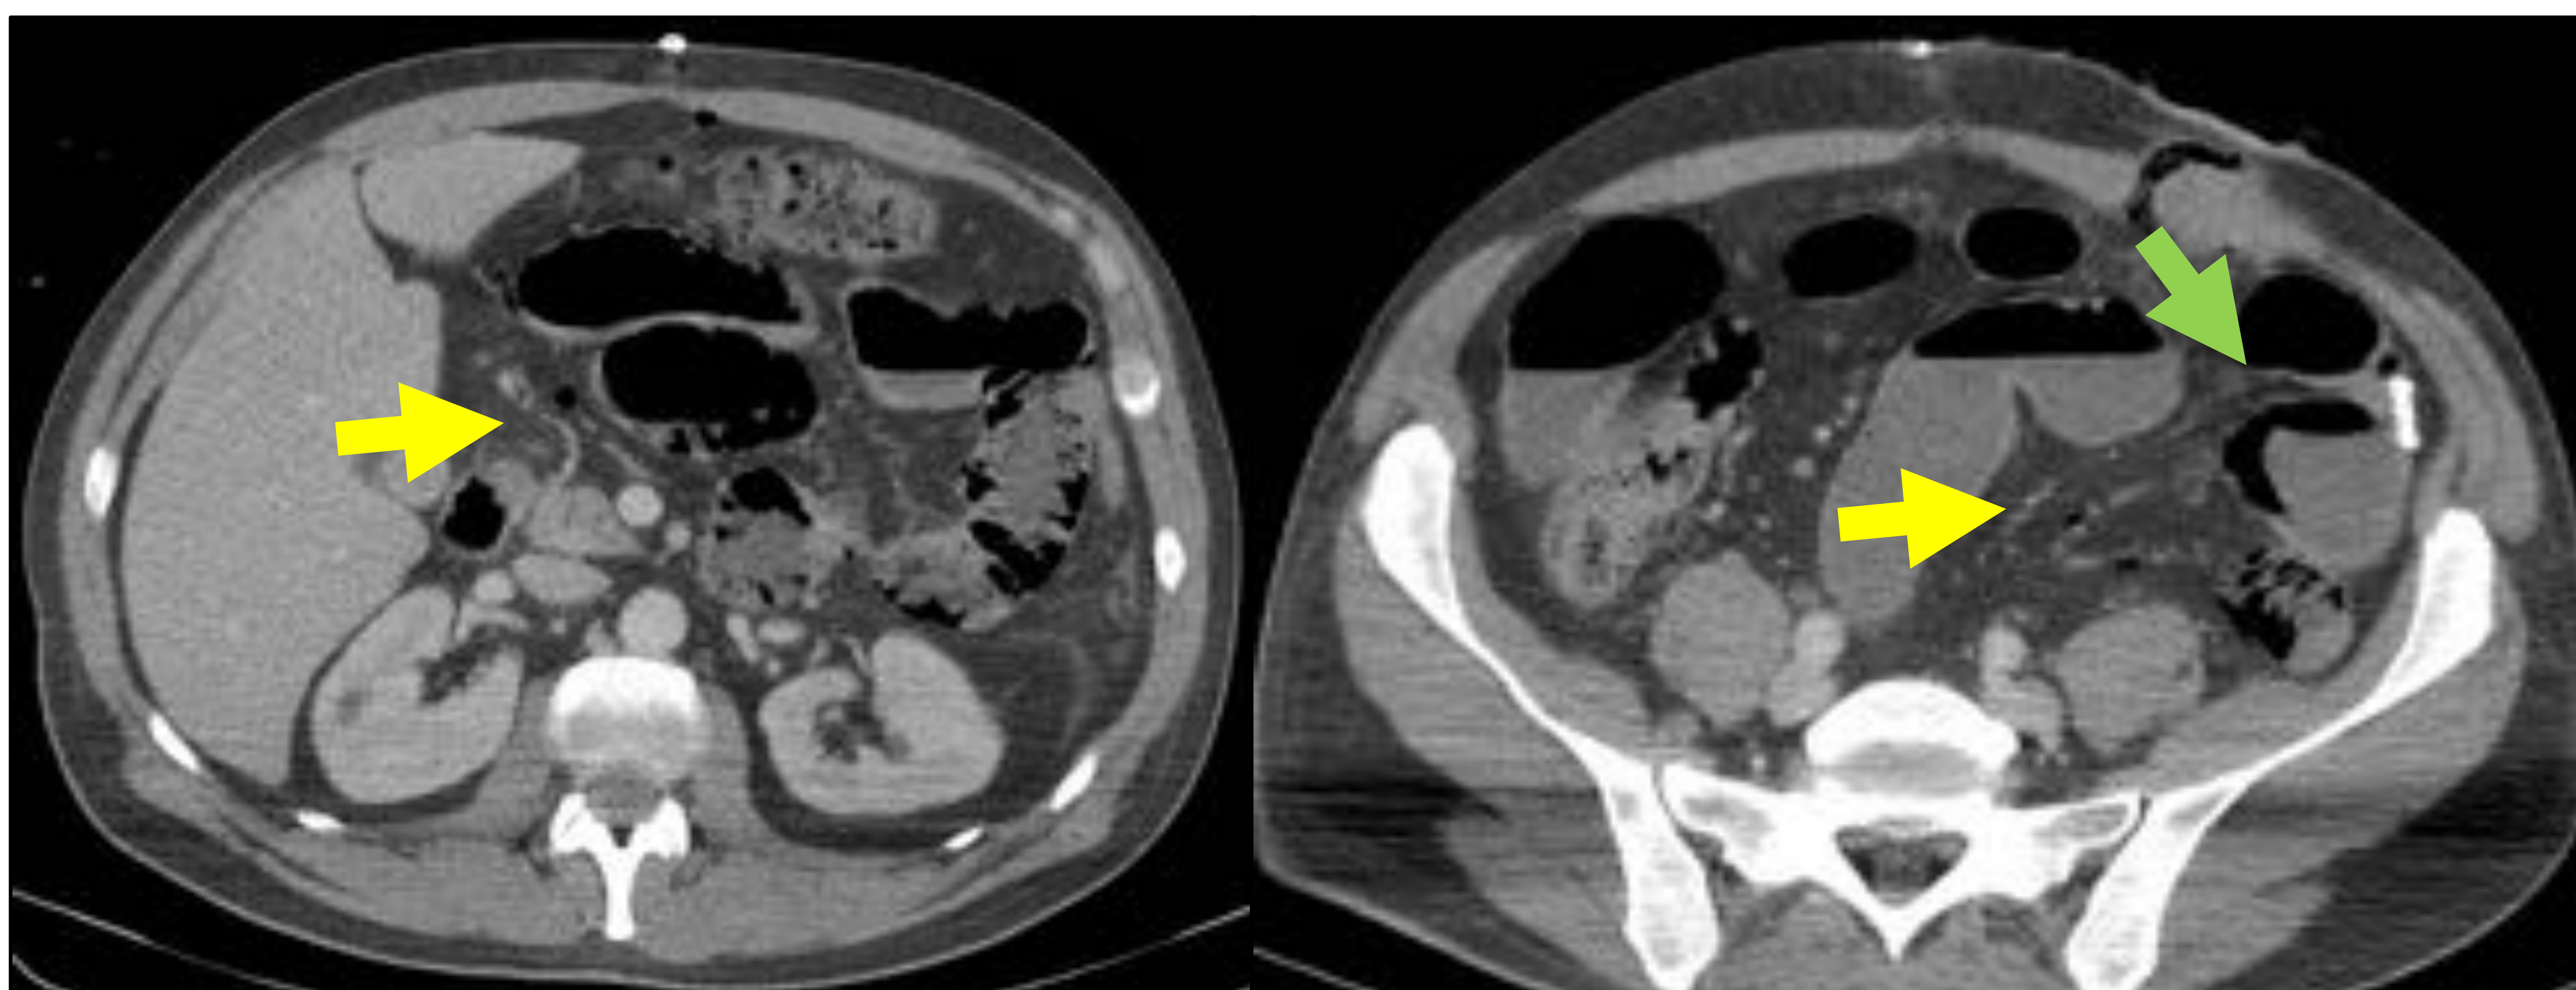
Paciente intervenido de duodenopancreatectomía cefálica, apreciando en TC neumoperitoneo y líquido libre en lecho quirúrgico, visualizando en la cirugía desgarro del cuerpo pancreático*
